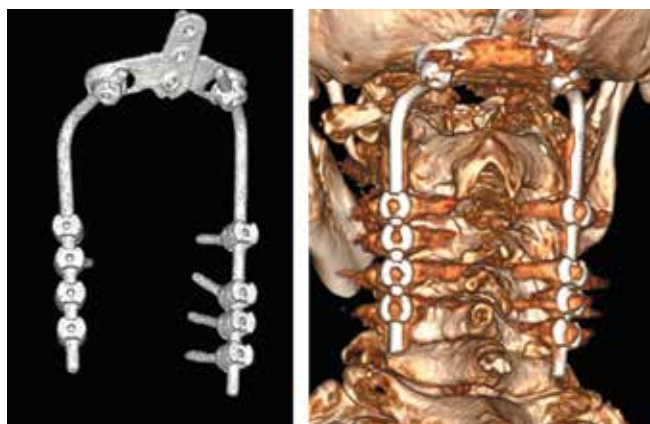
Спиральная компьютерно-томографическая реконструкция после замены стержней
